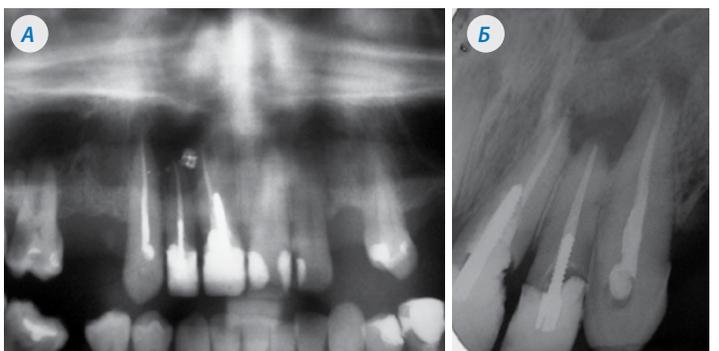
Рентгенограммы 1.2 зуба пациента Д. до лечения (А) и через 12 месяцев после лечения (Б)
